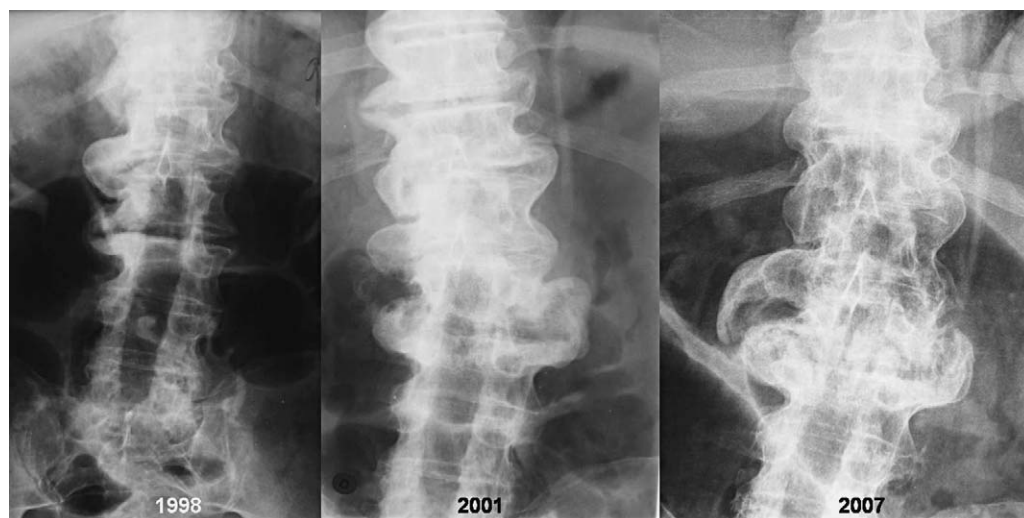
Change over time in the radiological appearance of Charcot spine in a paraplegic patient (case report 1), as revealed by AP X-rays of the lumbar spine centred on the L2-L3 region. Images were acquired in 1998 (6A), 2001 (6B) and 2007 (6C).
